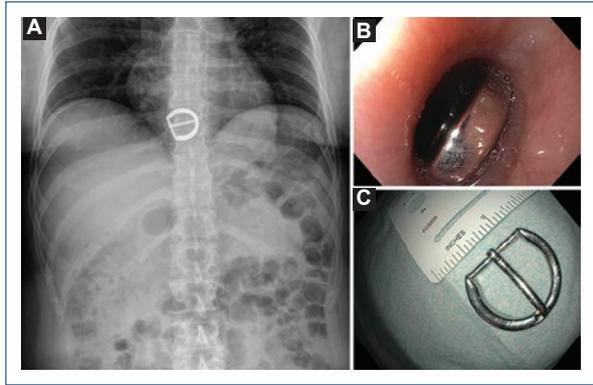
A: Chest X-ray showing a foreign object projected at the level of the distal esophagus. B: Upper endoscopy (EGD) showing a belt buckle impacted in the distal esophagus. C: Status endoscopic removal of the belt buckle.
